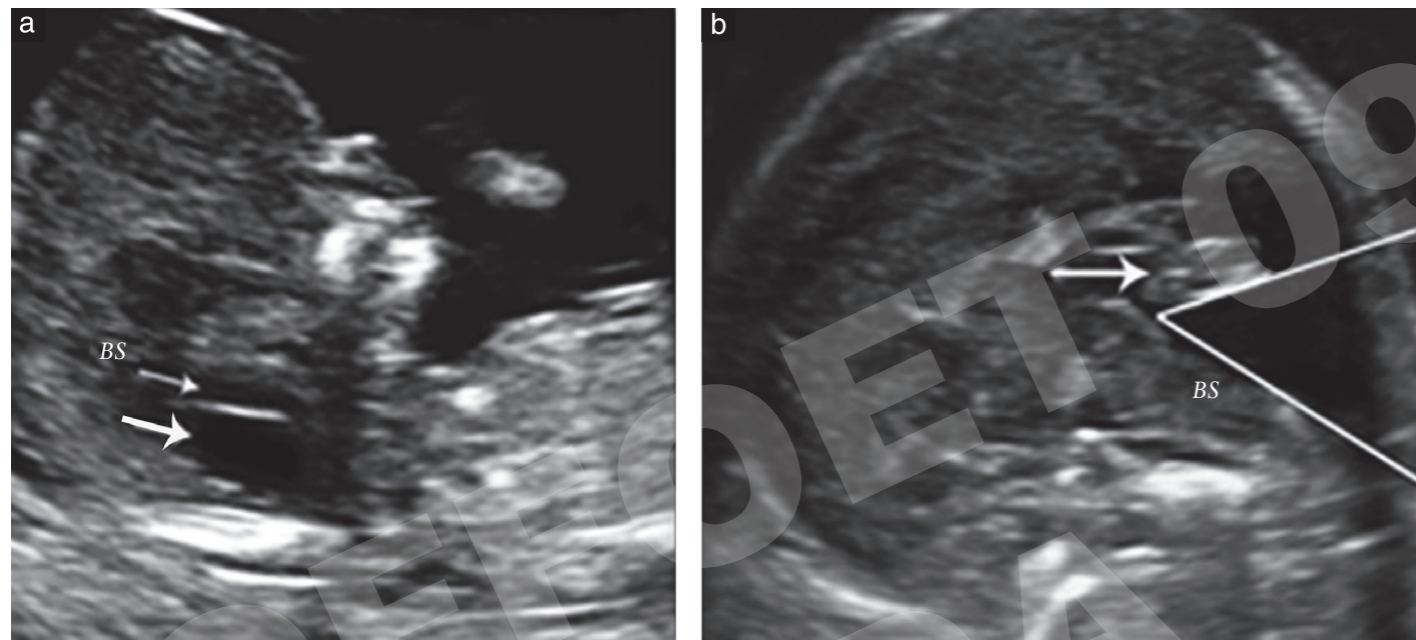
Mid-sagittal ultrasound images of fetal brain in a case of Dandy–Walker malformation (Case 10) at: (a) 12 weeks' gestation, visualizing only two posterior brain spaces and an enlarged brainstem (BS)-to-occipital bone diameter (lower arrow) and (b) 20 weeks' gestation, showing significant rotation of a small cerebellar vermis (BS to vermis (arrow) angle of 53°) and an enlarged posterior fossa.
